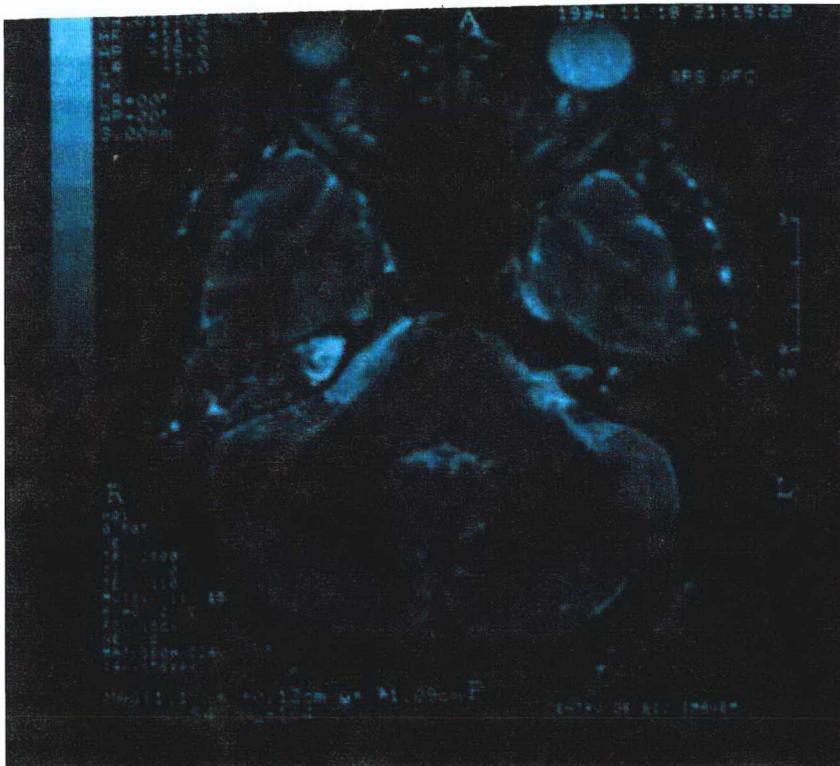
Imagem da RM mostrando comprometimento mastoídeo e compressão do nervo facial D
